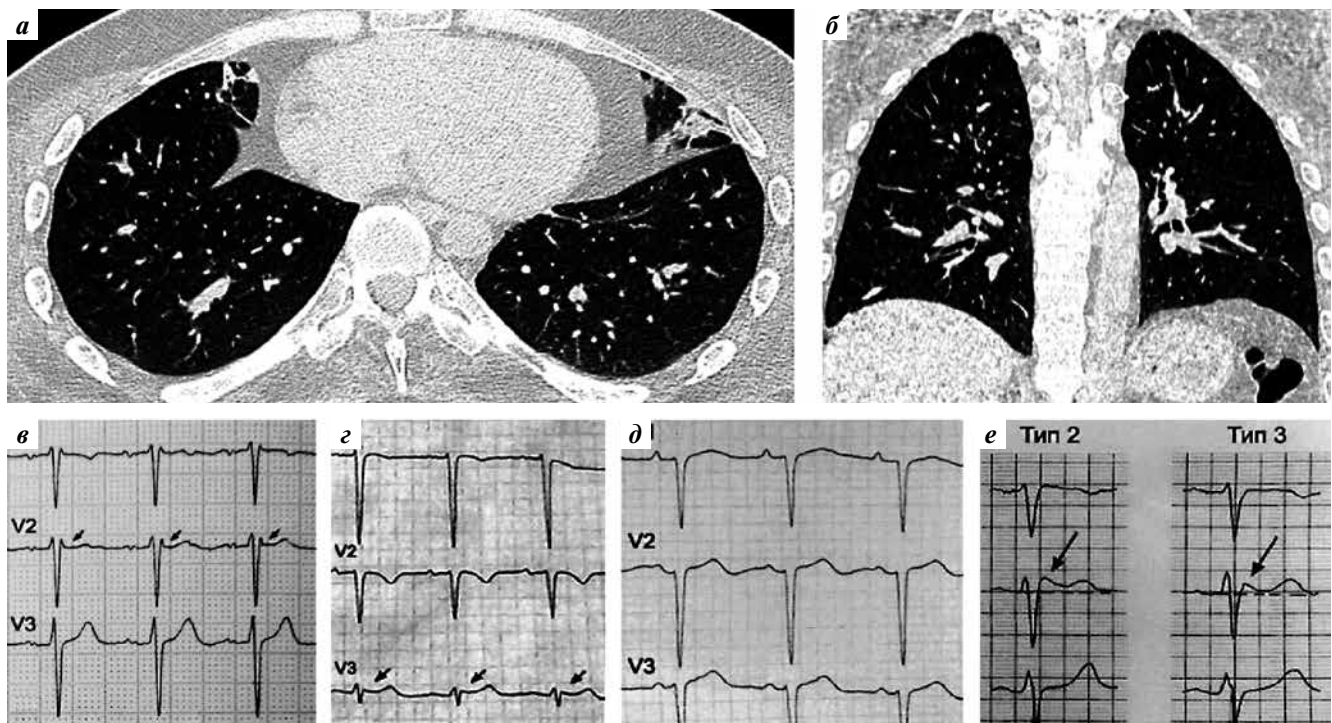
Результаты инструментальных обследований пробандов: а, б – компьютерная томография органов грудной клетки: признаки бронхолитита, субсегментарных ателектазов в базальных отделах обоих легких и плевропульмональные спайки в верхушках обоих легких; электрокардиография, отведения V1–V3: в – пробанд III:1, 27 лет; г – пробанд III:3, 29 лет; д – пробанд III:5, 31 год; е – картина при синдроме Бругада 2-го и 3-го типов. Стрелками отмечены эхокардиографические признаки ранней реполяризации
